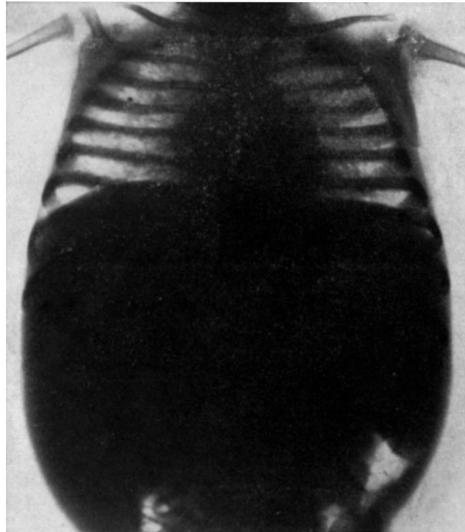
Radiographie d'un garçon âgé d'un an, atteint de maladie de Niemann-Pick (d'après U. Pfändler, 1953); agrandissement énorme des ombres hépatique et splénique; épaissement de la trame pulmonaire par surcharge lipidique.
